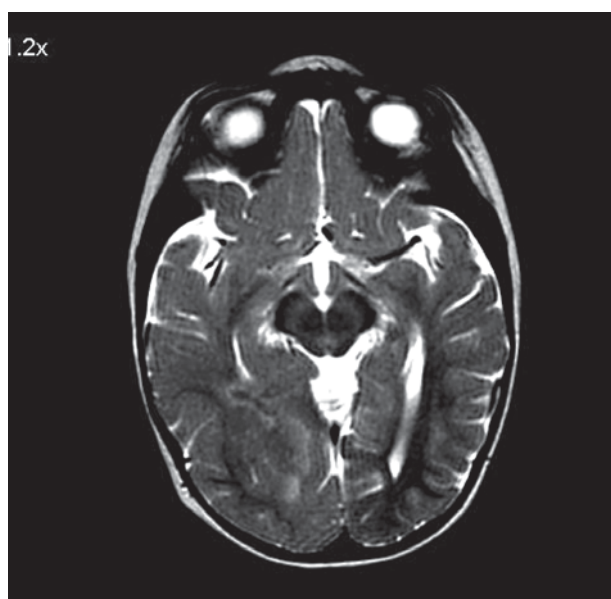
МРТ головного мозга пациентки Н.Е., девочка, 3,5 года. Признаки фокальной корковой дисплазии правой затылочно-височной области.
